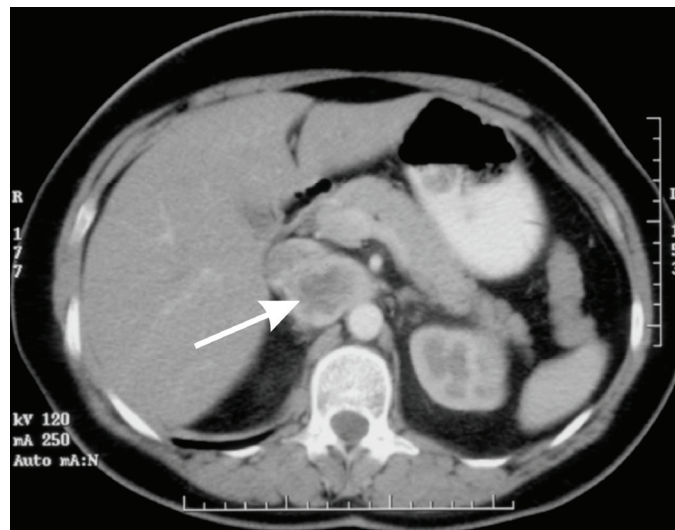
CT Befund. Der Pfeil zeigt auf das interaortocavale Paragangliom.
